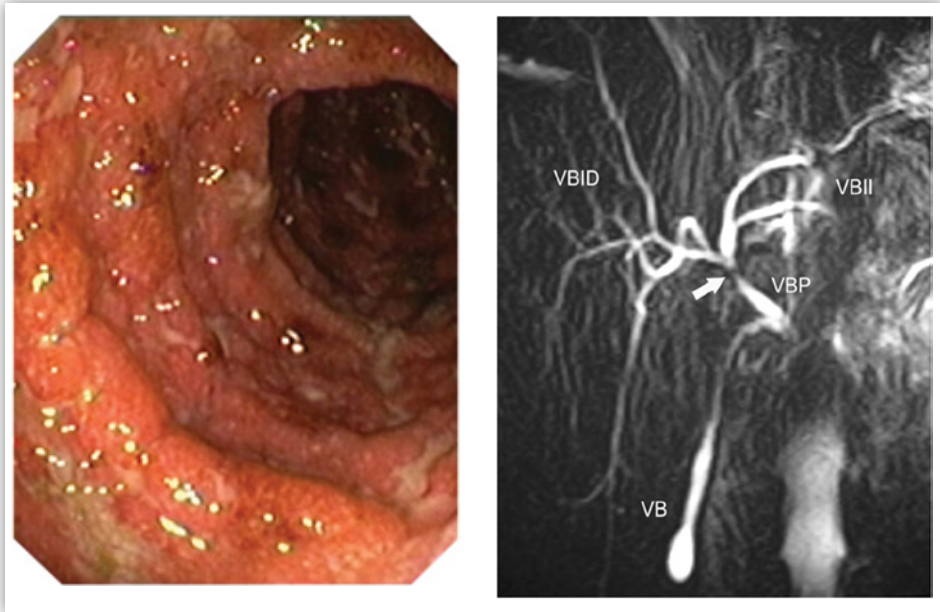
La colangitis esclerosante primaria, frecuentemente asociada con la colitis ulcerosa, constituye un factor de riesgo para el desarrollo del colangiocarcinoma. En la figura se observa la imagen endoscópica de un brote grave de colitis ulcerosa y una colangiioresonancia magnética de una paciente de 37 años con una colangitis esclerosante primaria. En ésta existe una estenosis corta localizada a nivel del conducto hepático común (flecha) con discreta dilatación del árbol biliar intrahepático izquierdo (VBII). El árbol biliar intrahepático derecho (VBID), así como la vía biliar principal (VBP) y la vesícula biliar (VB), son normales.
